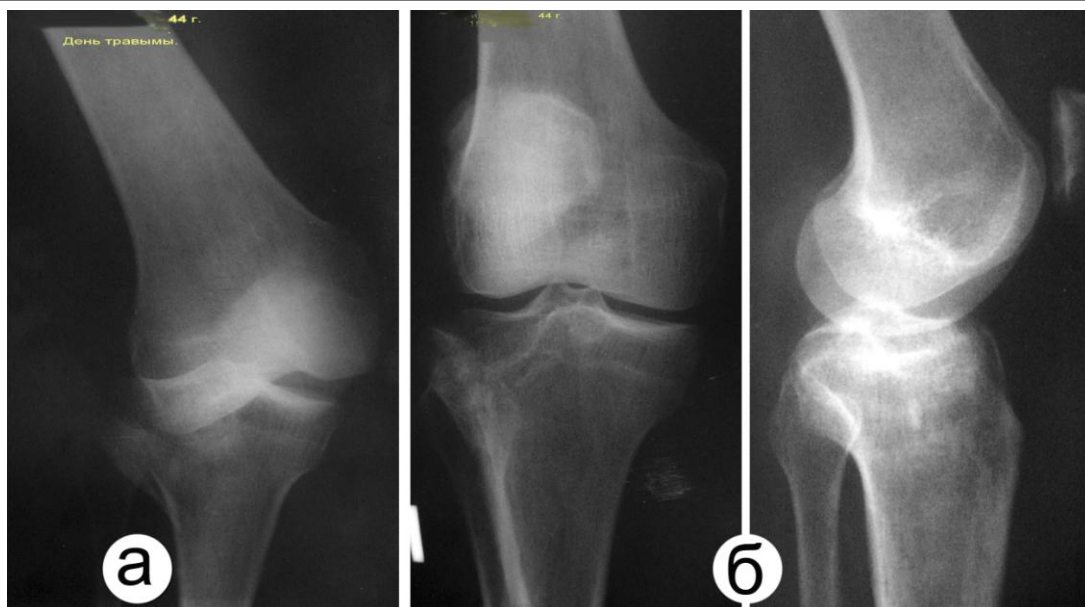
Рентгенограммы больной Т. 44 г. (и.б. № 21440): а) день травмы; лечение консервативное; б) через 2 мес. после травмы, контрольная рентгенограмма без гипсовой повязки
